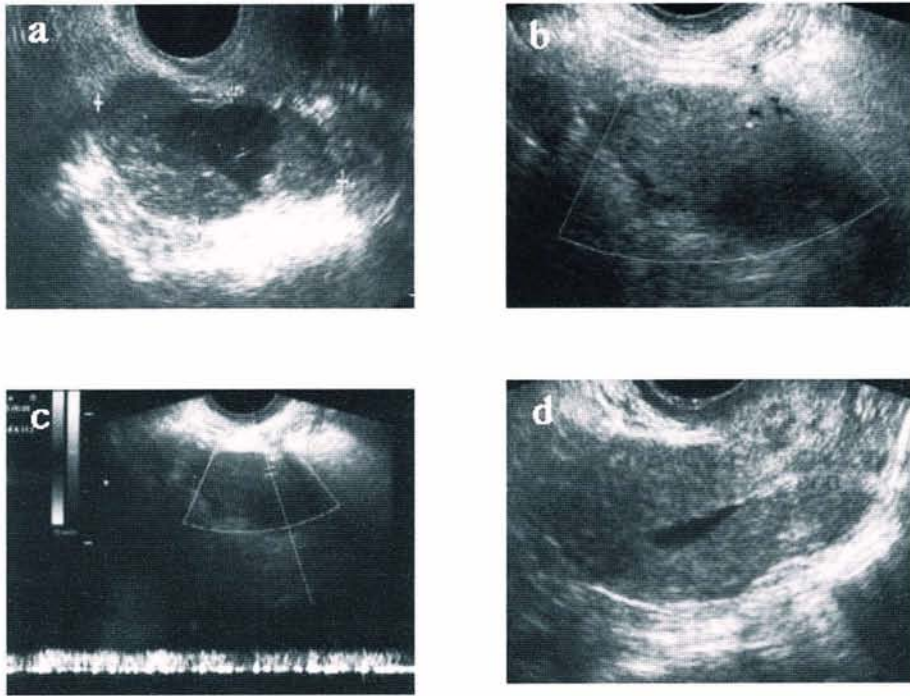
Sonographic images.
